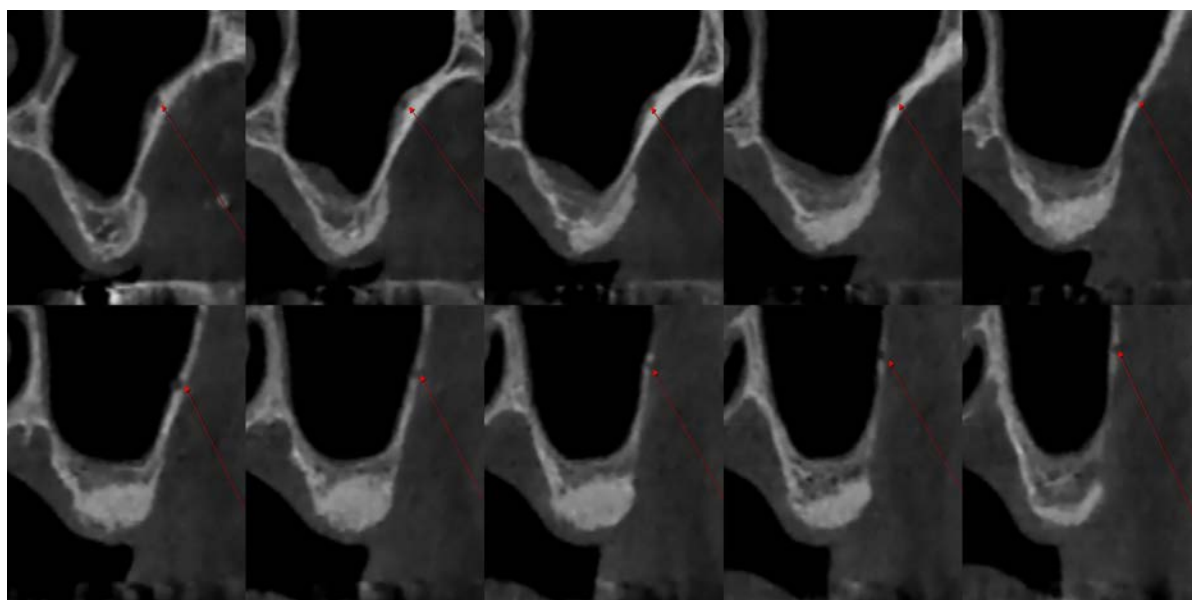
CBCT taken 4 months after the bone graft (#26–27 area, mesial to distal).
